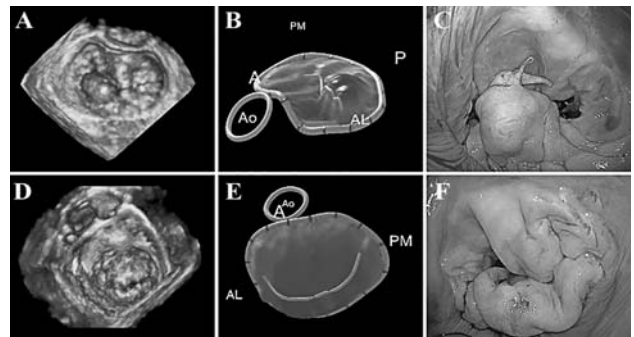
Corelația dintre ECHO CG 3D și ecocardiografia intraoperatorie
